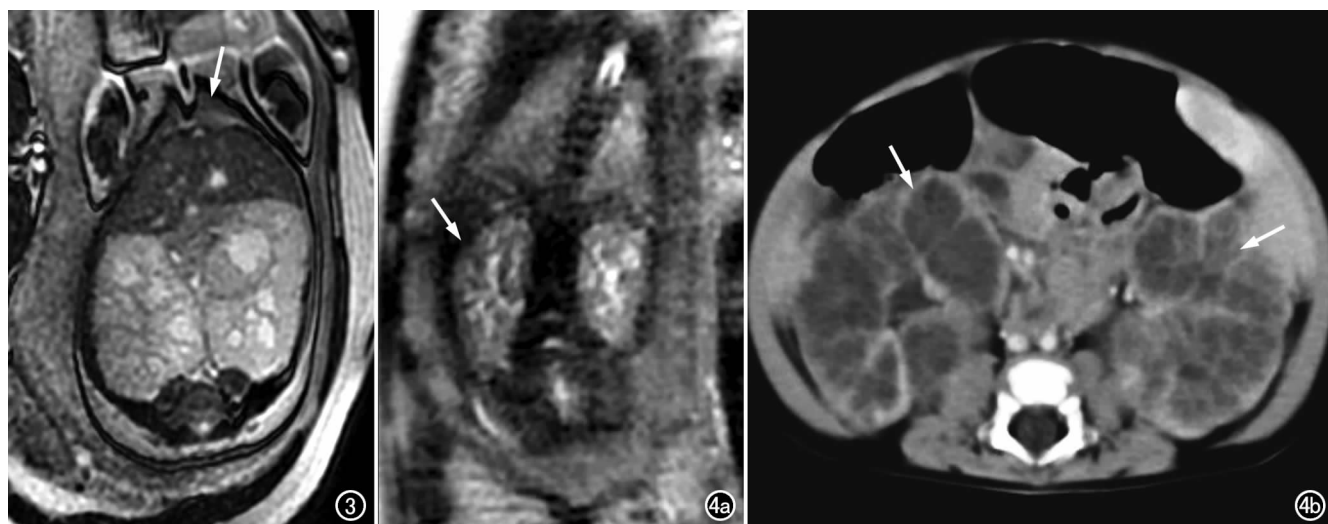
胎儿双侧 ARPKD 合并双侧肺发育不良(箭)。图 4 双侧 ARPKD。a) MRI 冠状面:胎龄 33 周, 双侧肾脏体积稍大, 信号尚正常, 皮髓质分界可见(箭); b) 生后 4 个月 CT 增强, 示双侧肾脏体积明显增大, 肾实质强化时间延迟, 肾小叶间隔呈辐状, 皮髓质区见弥漫分布囊状低密度影(箭)。
